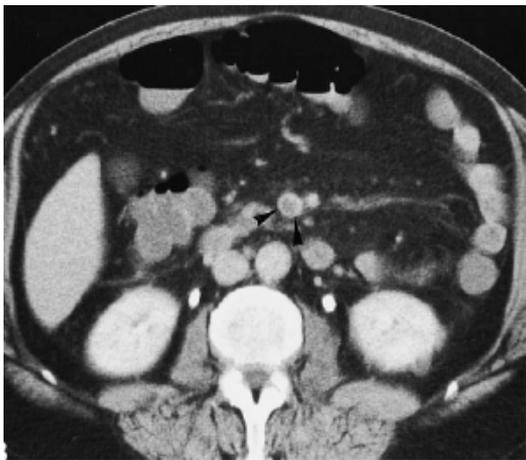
Defecto de llenado de AMS por TC. Fig 7. Gas en sistema venoso portal.
